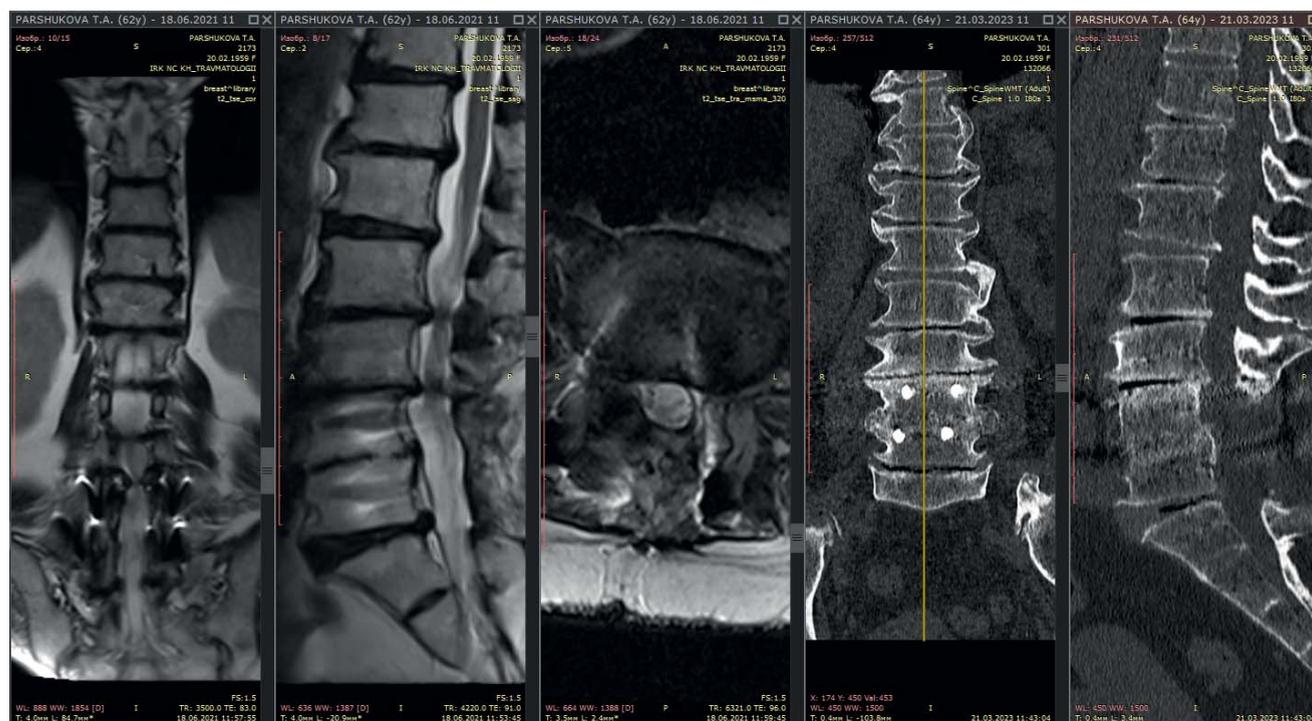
МРТ поясничного отдела позвоночника. T2 взвешенные изображения. MPR в фронтальной (а), сагиттальной (б), аксиальной плоскости (в) и МСКТ поясничного отдела позвоночника. MPR во фронтальной (г) и сагиттальной плоскости (д)
